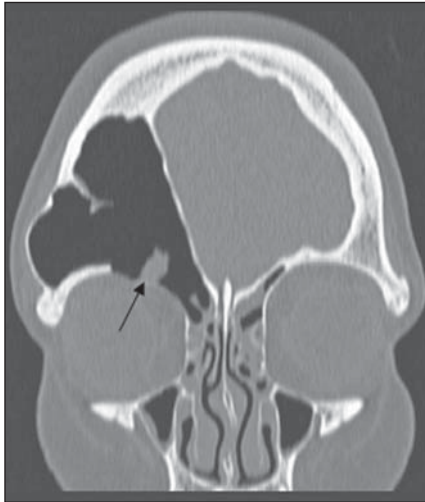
TC no plano coronal, janela óssea. Observa-se extensa erosão (seta) da placa orbitária do osso frontal à direita.
